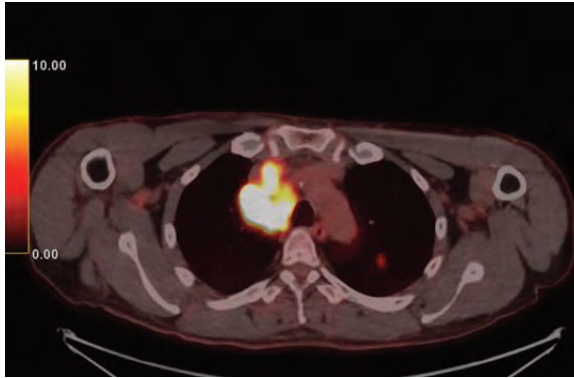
imagen de corte axial torácico de PET-TC al diagnóstico donde se observa captación mediastínica superior de SUVmax hasta 19,17.
